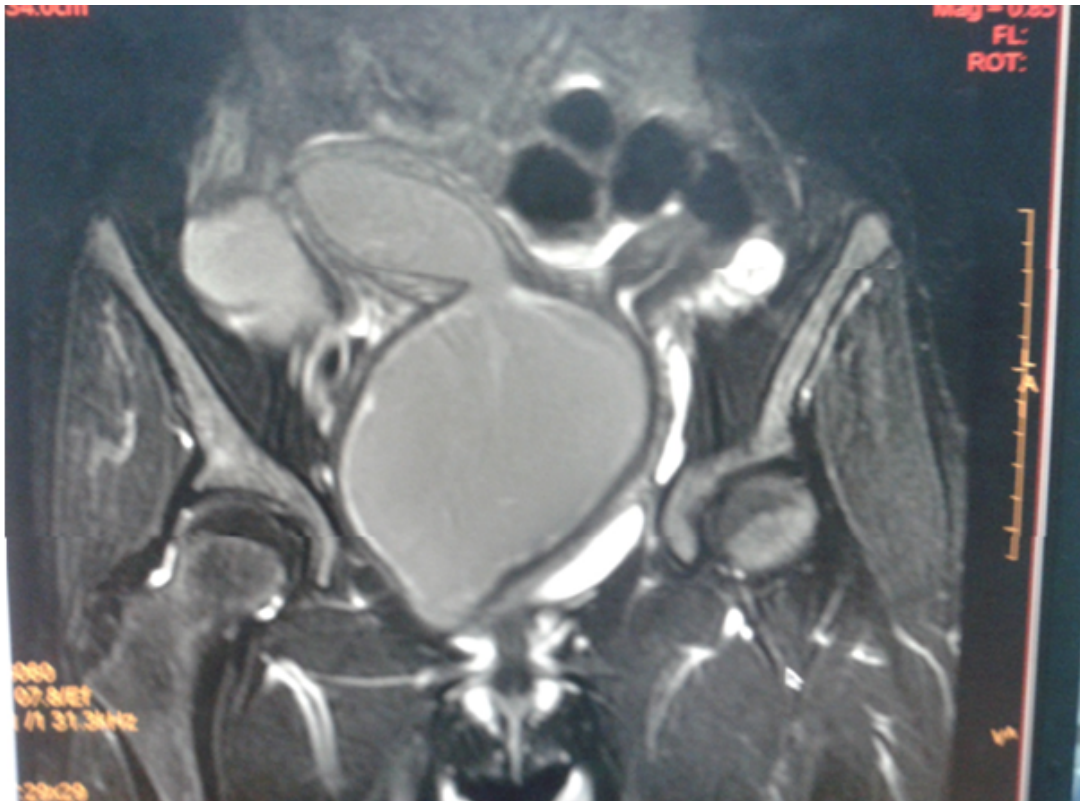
IRM : coupe coronale Pt1 montrant la présence d'un utérus bicorne bicervical avec hématométrie et hémocolpos intéressant l'hémi-matrice droite, avec présence d'un hématosalpinx droit
